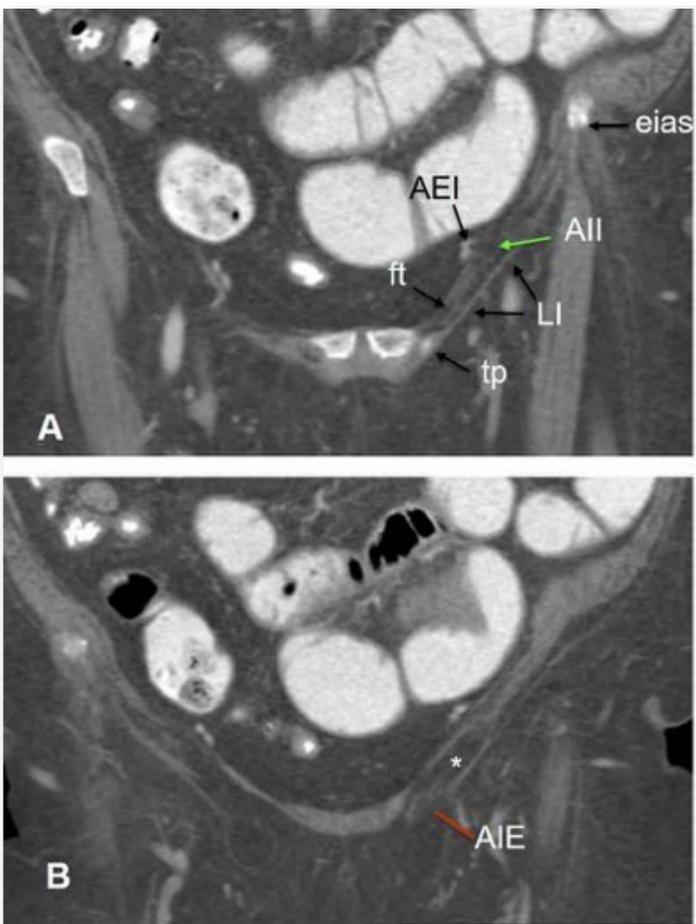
Canal inguinal de una mujer en dos imágenes de TC coronal, una más posterior (imagen A) a la altura del anillo inguinal interno (All) y otra más anterior a la altura del anillo inguinal externo (AIE). El ligamento inguinal (LI) se inserta en la espina iliaca anterosuperior (eias) y la tuberosidad del pubis (tp), que marca la posición del anillo inguinal externo. (AEI) arteria epigástrica inferior.
